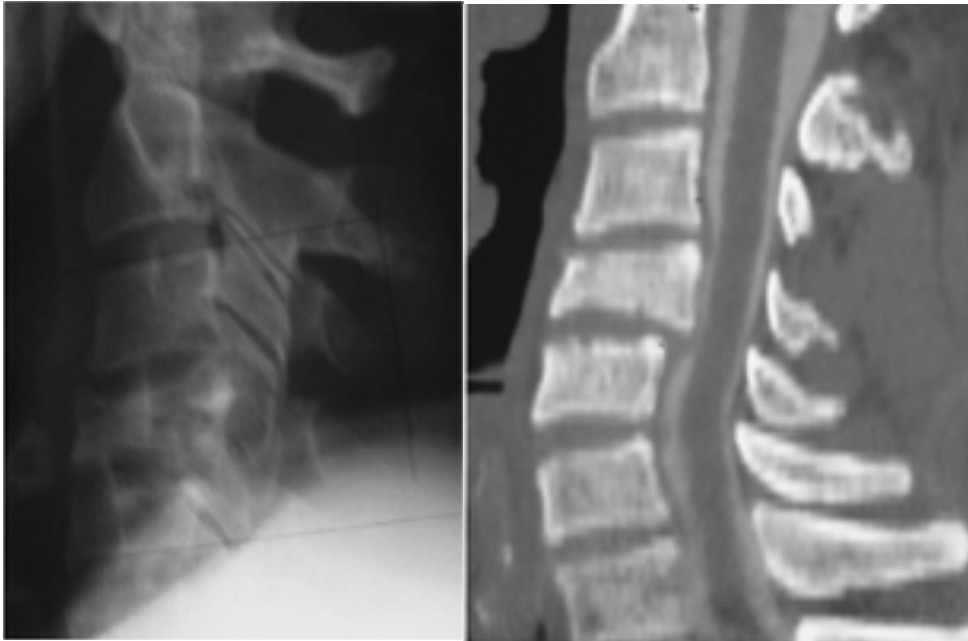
Radiografia lateral cervical de uma fratura explosão de C4. A tomografia computadorizada confirma a presença de fragmentos do corpo vertebral e retropulsão posterior dentro do canal espinhal.
